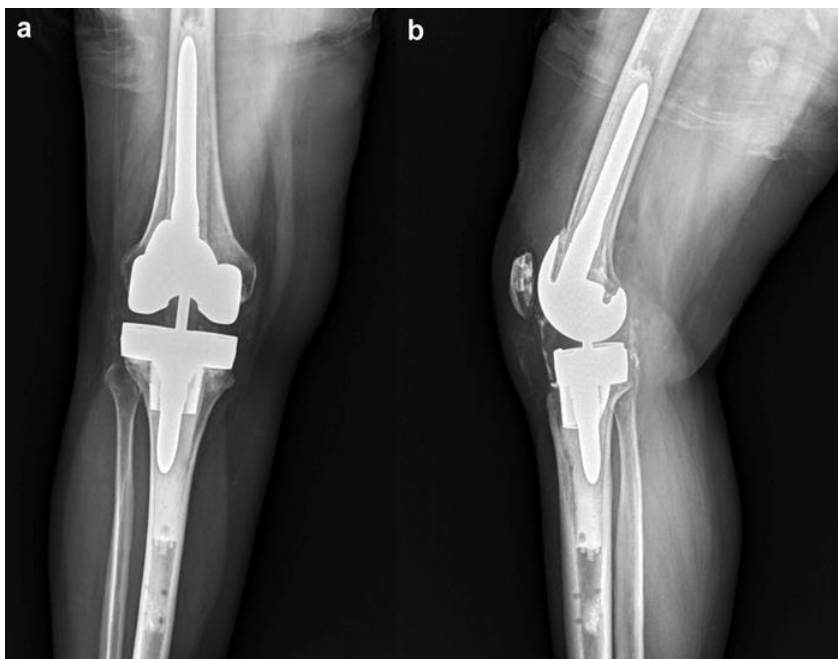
Radiografía anteroposterior (a) y lateral (b) de una artroplastia total de rodilla derecha utilizando tecnología a través de un brazo robótico. *Tomado de (MacAskill et al., 2022).*
